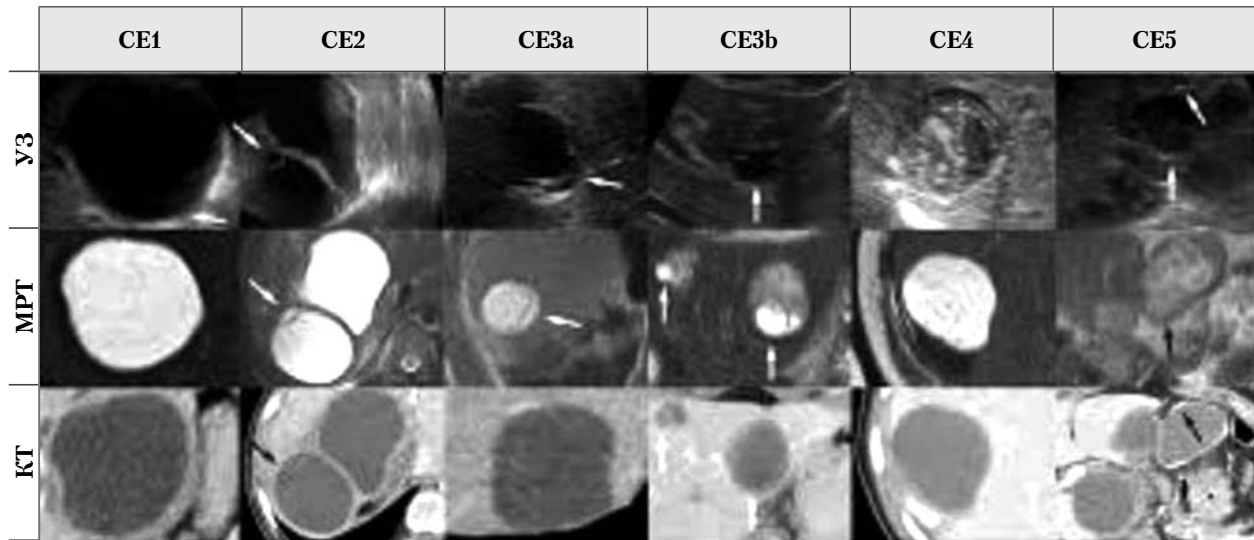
Ультразвуковые, МР- и КТ-критерии типов эхинококковых кист классификации рабочей группы ВОЗ [8]
